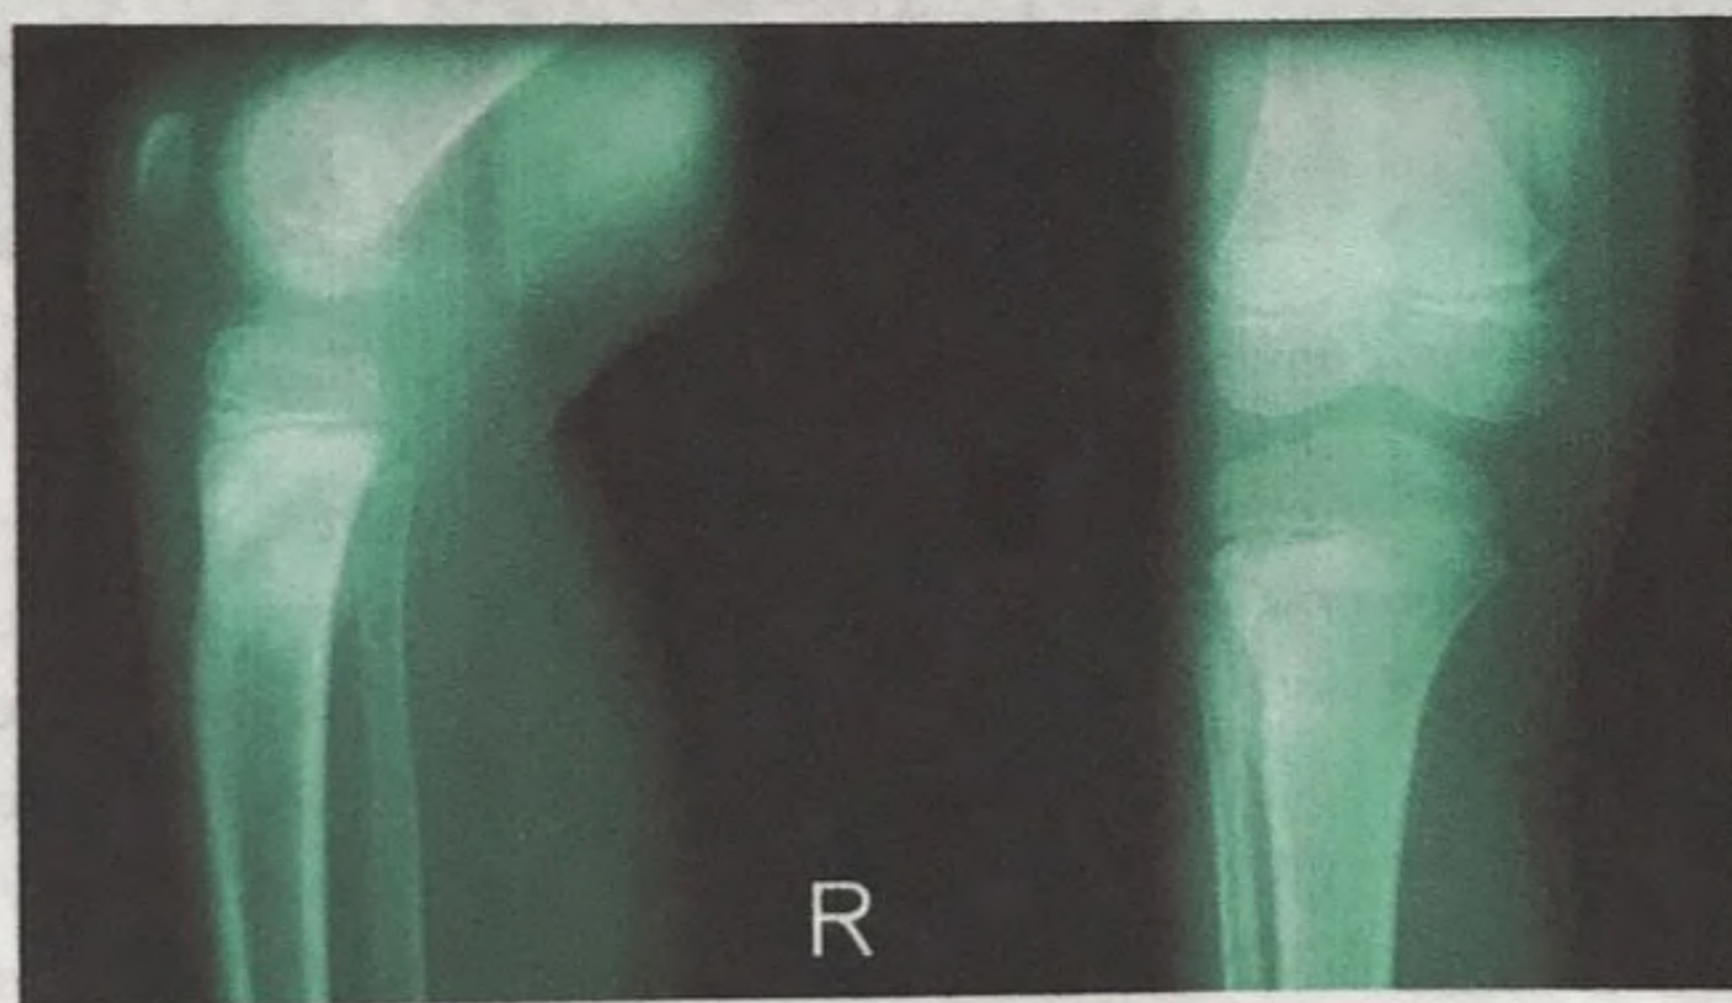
Рентгенограммы правого коленного сустава.
